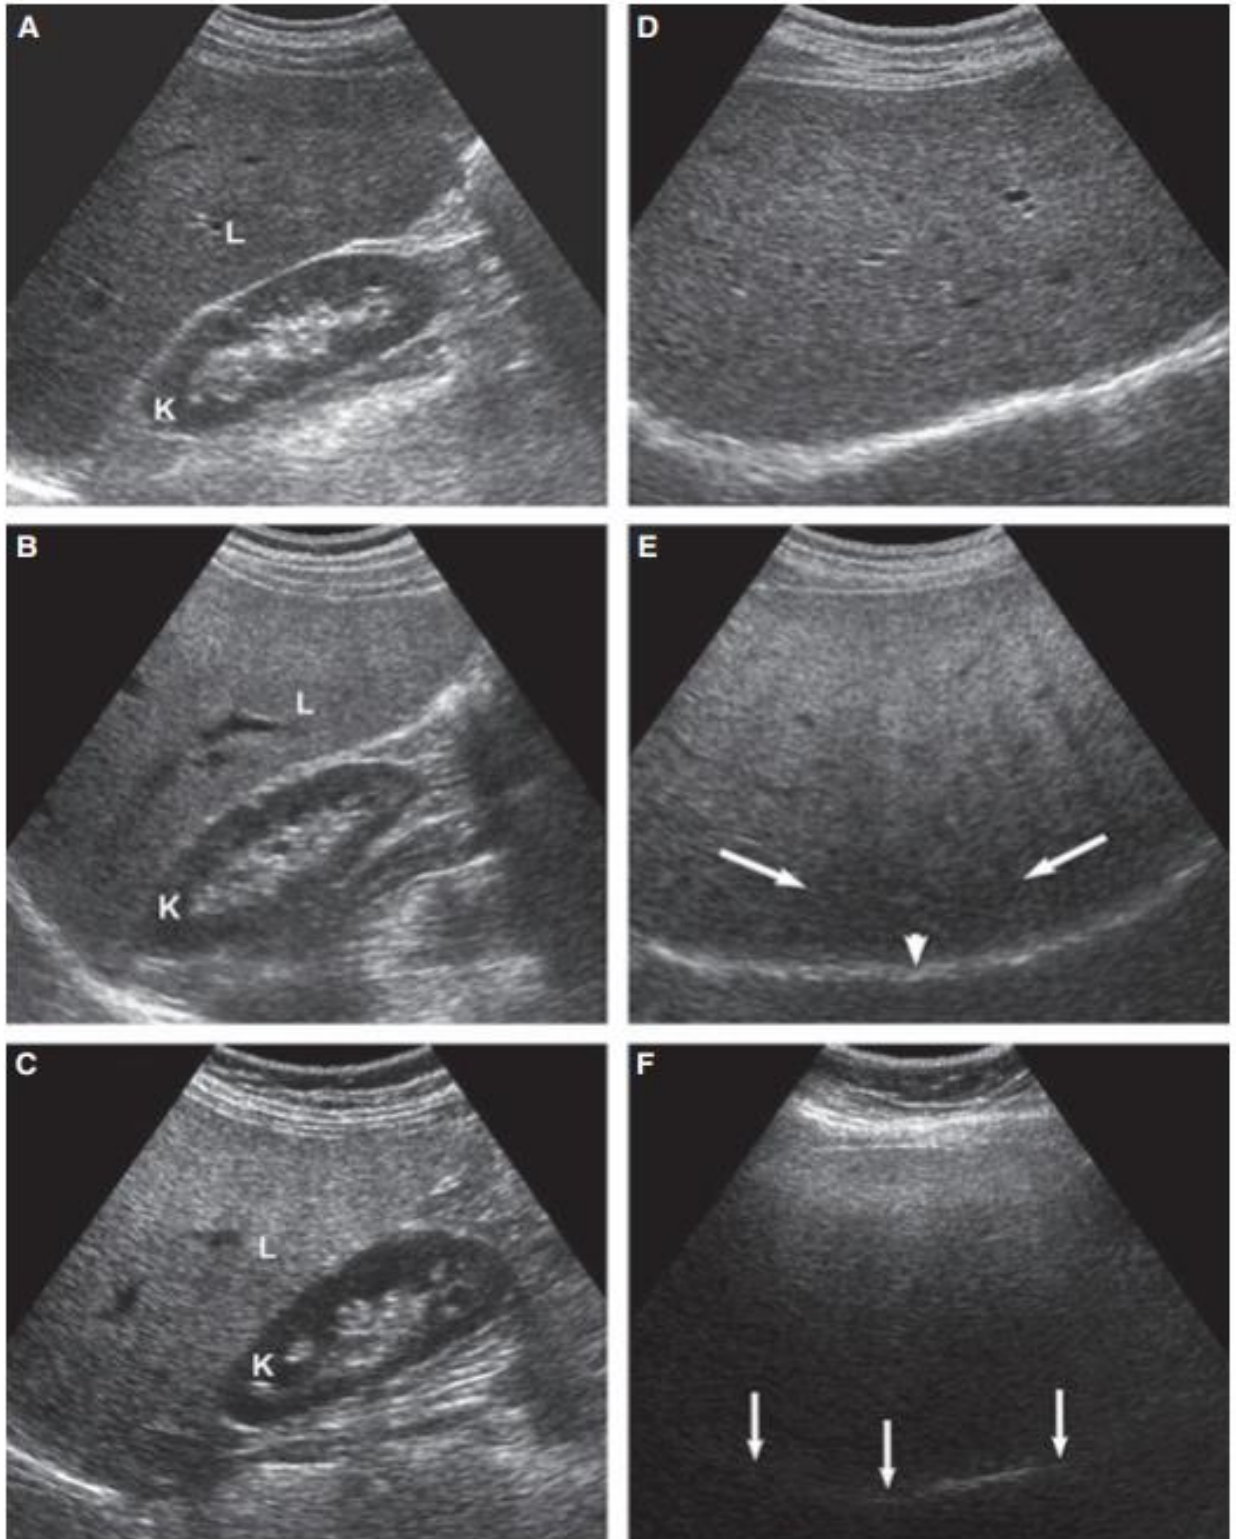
Caracteristici ecografice a steatozei hepatice.
